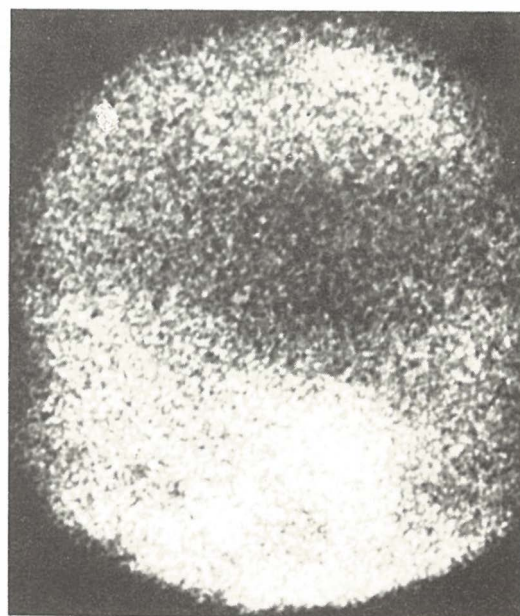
Jednostrani subduralni hematoma (levo). Kasni statički scintigram (AP) sa hiperaktivnošću površno levo.
